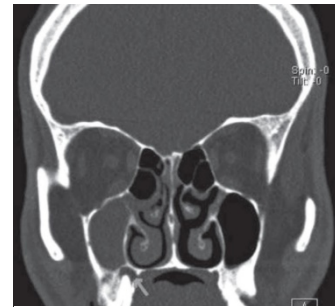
TC que muestra sinusitis en cavidades paranasales(39).
